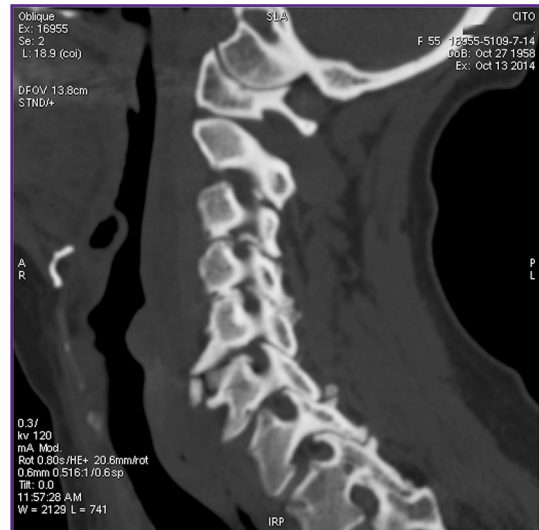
МСКТ: мультипланарная реконструкция изображения в сагиттальной плоскости; визуализируются КТ-признаки выраженного остеохондроза и спондилоартроза, стенозы межпозвоночных отверстий C_{III}-C_{IV}, C_{IV}-C_V за счет краевых остеофитов
